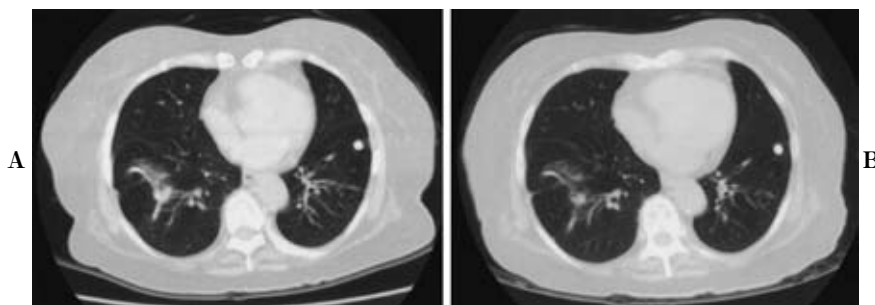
A. Chest CT image taken prior to chemotherapy with TS-1 showing a recurrent nodule in the right lower lobe, which was 1.8 cm in diameter. B. A partial response with a 61% reduction in diameter is demonstrated in this CT image taken after 3 courses of chemotherapy using TS-1.
